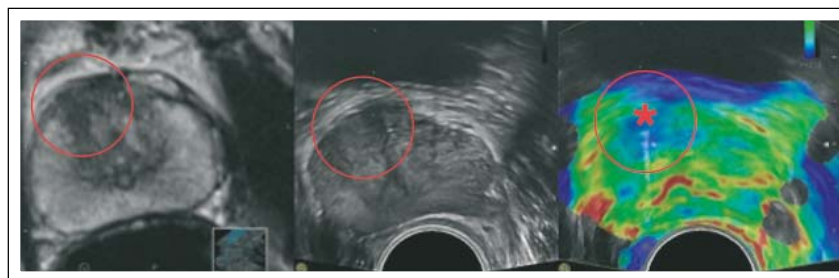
Anterior lokalisiertes Npl. prostatae im Grauwertbild (mittleres Bild). In der Echtzeit-Bildfusion zeigt sich das Tumorareal an derselben Stelle in der T2-gewichteten MRT (linkes Bild). Im Elastogramm (rechtes Bild) zeigt sich die fokale Verhärtung durch den Tumor und die Lage der Biopsienadel (Stern). © L. Pallwein-Prettner, F. Aigner.
